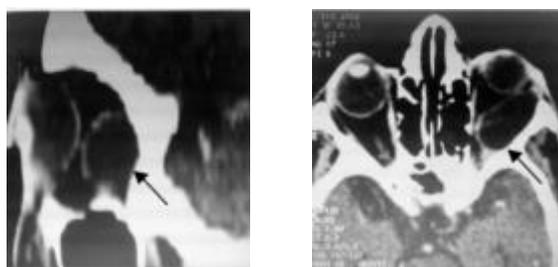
TDM : coupe sagittale (a) et axiale (b) : formation de densité liquidienne intra et extra conique prenant le contraste en périphérie (flèche).
